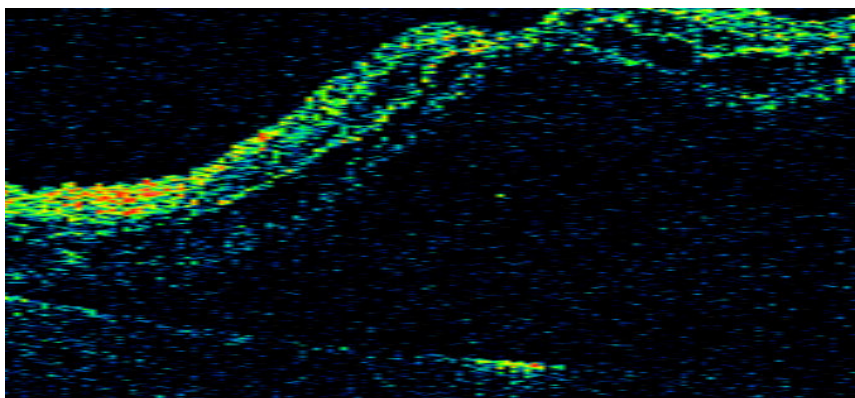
Томограмма пациента с субтотальной отслойкой сетчатки
